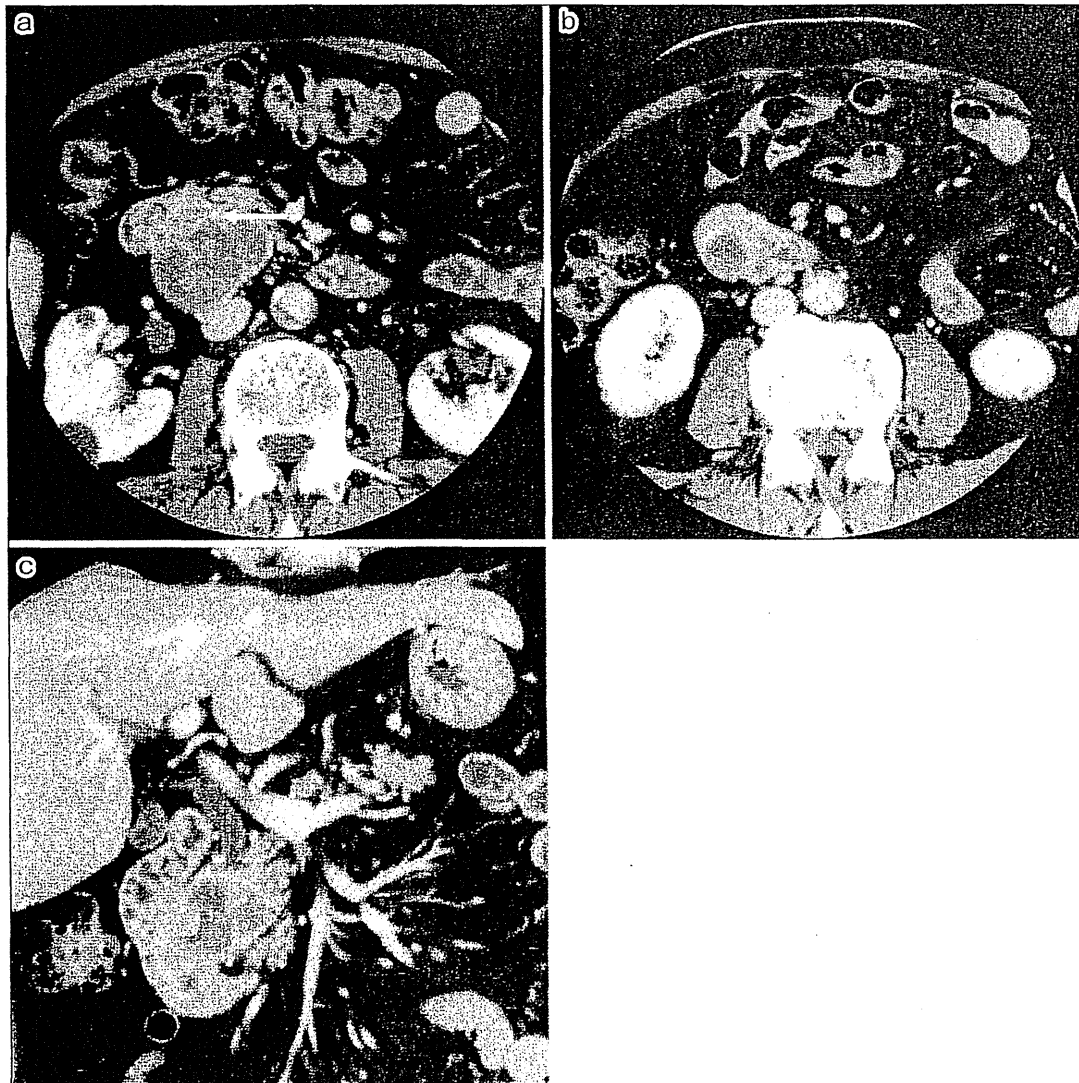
a, c: Abdominal CT showed a tumor in the head of the pancreas consisting of solid and cystic components. The solid component (arrow) invades the duodenum. b: CT showed the cystic component with a fluid level.
